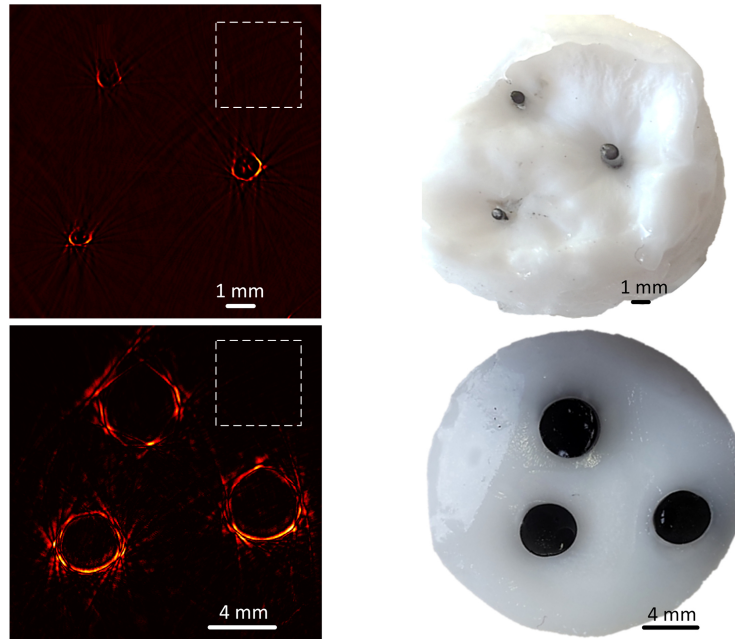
Oben: Die PAT-Rekonstruktion (links) eines PVA-Phantoms mit Bleistiftminen entspricht der daneben dargestellten Kontrolle (rechts). Unten: Tomographische Rekonstruktion photoakustischer Signale (links) eines PVA-Phantoms mit zylindrischen Absorbern (rechts).
